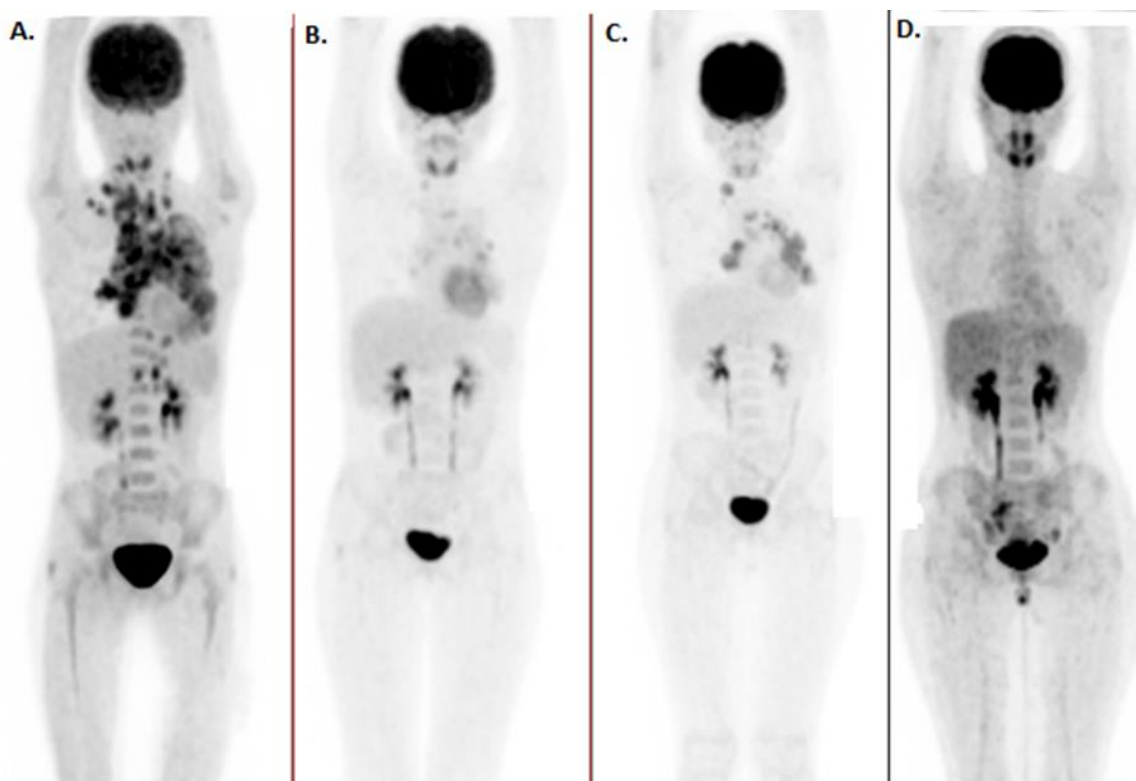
Paciente de sexo femenino de 11 años, con Linfoma de Hodgkin. Imagen A. MIP PET FDG de etapificación que muestra adenopatías hipermetabólicas supra e infradiafragmáticas. B. Control posterior a 2 ciclos de QMT con significativa disminución de tamaño y metabolismo de adenopatías (RMP). C. Control de fin de terapia con aumento del metabolismo y volumen de adenopatías mediastínicas (RMP), por lo que se realizó cambio de terapia. D. Control posterior a cambio de terapia, disminución de tamaño y metabolismo de adenopatías mediastínicas.
